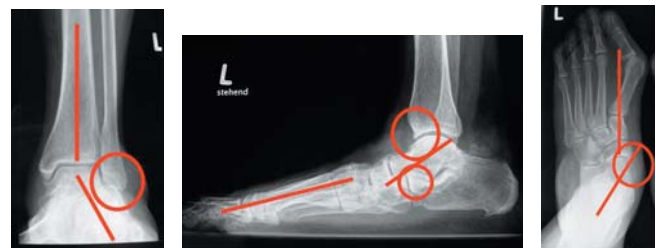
Radiologische Zeichen einer Tibialis posterior-Sehnedysfunktion Grad III-IV. Diese unter Belastung durchgeführten Röntgenbilder zeigen eine fortgeschrittene Tibialis posterior-Sehnedysfunktion im Sinne eines fixierten Plattfusses. Im antero-posterioren Strahlengang des oberen Sprunggelenks (3a) lässt sich das Rückfussalignment aus Tibia- und Calcaneusachse berechnen. In diesem Falle ist ein fibulo-calcaneares Impingement vorhanden (Kreis). In der seitlichen Fussprojektion (3b) erkennt man den aufgeklappten Talo-Metatarsale I-Winkel als Zeichen eines Einsinkens des Talus. Dies zeigt sich auch bei der talo-calcanearen Überlappung (kleiner Kreis). Der grosse Kreis zeigt osteophytäre Anbauten als Zeichen einer beginnenden Arthrose am oberen Sprunggelenk, vermutlich als Folge der Plattfussfehlstellung. Im dorso-plantaren Strahlengang des Fusses (3c) zeigt sich eine talo-naviculare Subluxation nach medial (Kreis) mit unbedecktem talaren Gelenksknorpel. Als Zeichen der Abduktionsfehlstellung zeigt sich ein aufgeklappter Talo-Metatarsale I-Winkel. In diesem Beispiel ist es auch zum Auftreten eines Hallux valgus gekommen. Dieser tritt häufig als Folge der veränderten biomechanischen Kraftverläufe bei einem Plattfuss auf. Im flexiblen Stadium II zeigen sich dieselben Befunde in noch kleinerem Ausmass.
